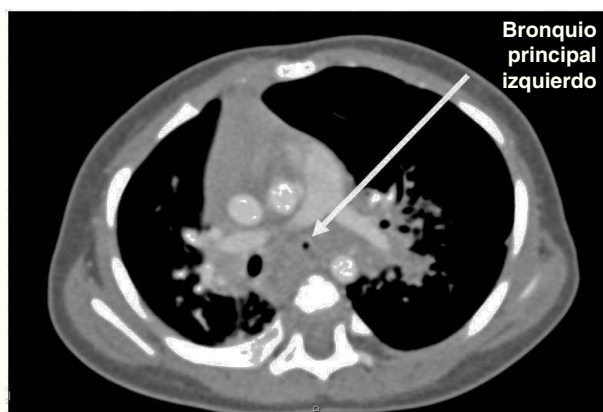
La tomografía computarizada (TC) torácica revela una estenosis del bronquio principal izquierdo, lo que origina hiperexpansión del pulmón izquierdo.
